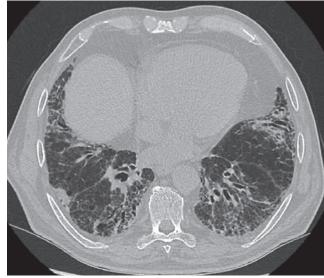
Компьютерная томограмма органов грудной клетки больного X. 70 лет (от 15.01.20) Figure 1. Chest computed tomography scan of the patient Kh., 70 years old, dated January 15, 2020
